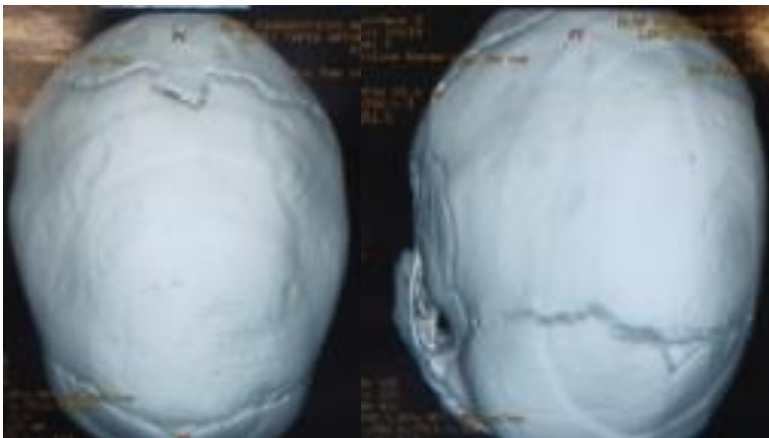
Tomografía tridimensional de cráneo donde se observa cierre de la sutura sagital con elevación sobre el lugar donde debería existir esta, paciente masculino operado por escafocefalia en el HIMFG marzo de 2012.
